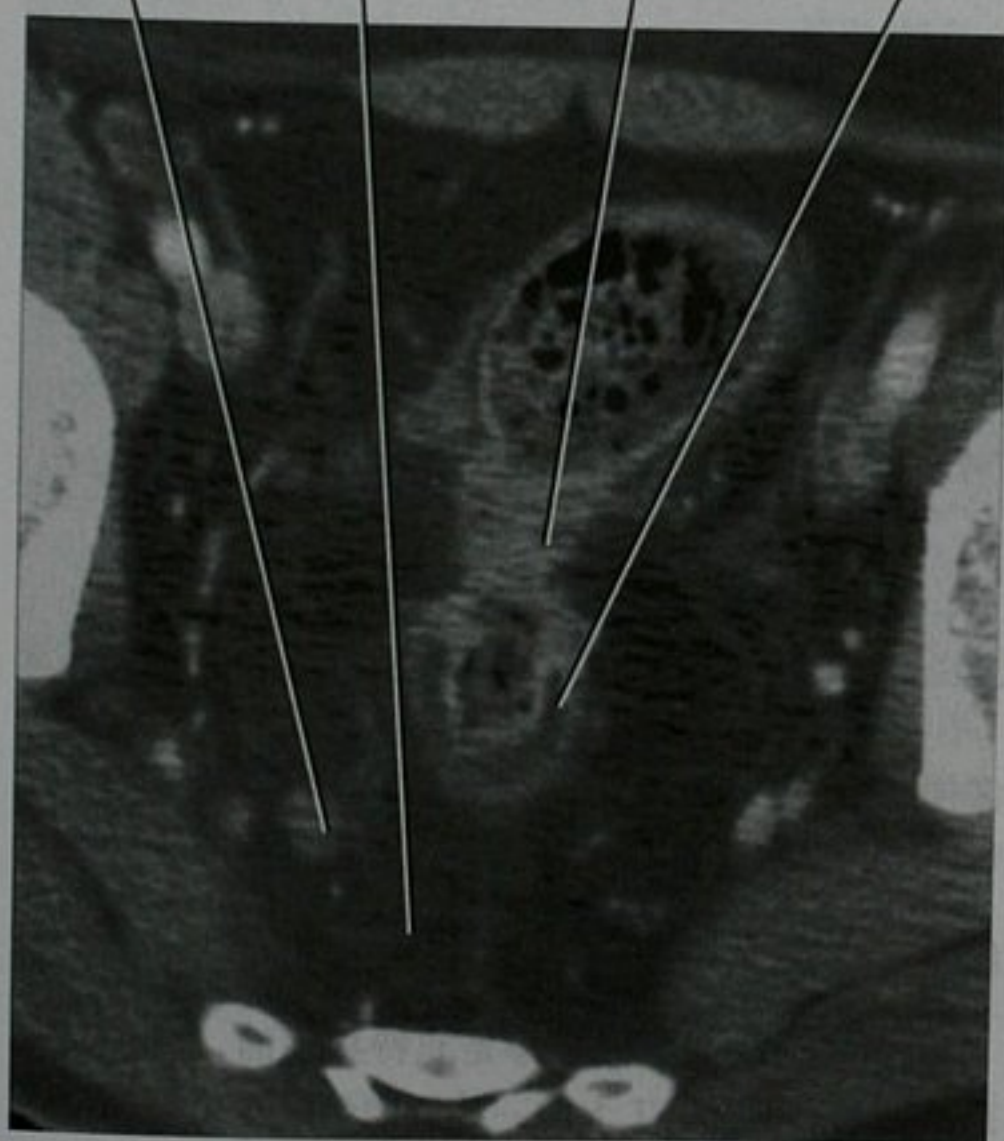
盆腔增强 CT 横断面显示溃疡性结肠炎和直肠乙状结肠腺癌
